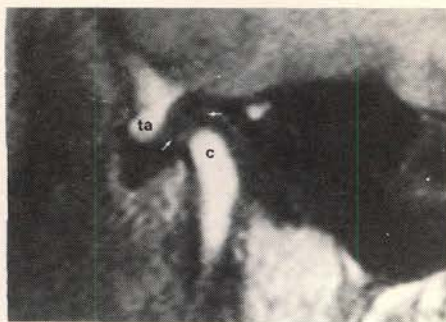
Kernspinresonantietomogram van een normaal kaakgewricht bij geopende mond. De condylus (c) en de discus (d) zijn van positie veranderd t.o.v. het tuberculum articulare (ta).
